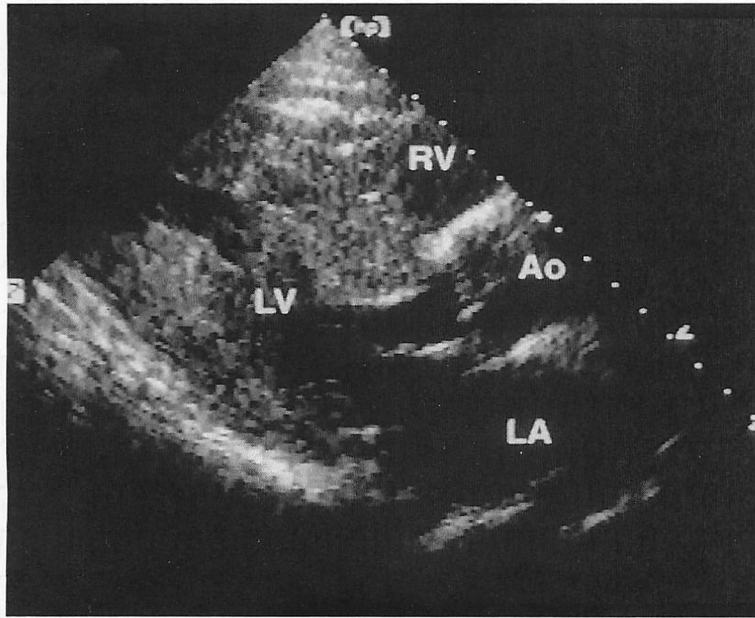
Transthoracic echocardiogram, parasternal long-axis view taken in January 1997
